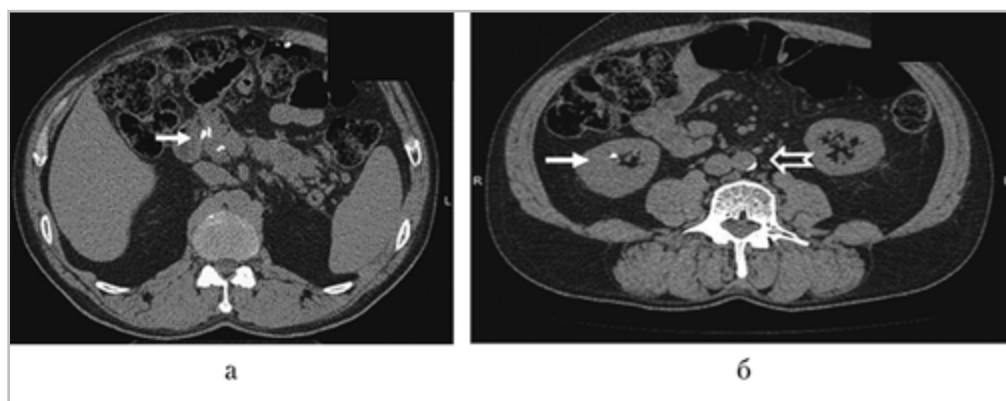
Компьютерная томограмма забрюшинного пространства того же пациента. Поперечная проекция: *а* — очаговая кальцификация головки поджелудочной железы (стрелка); *б* — конкремент правой почки (сплошная стрелка). Кальциноз брюшной аорты (полая стрелка)
